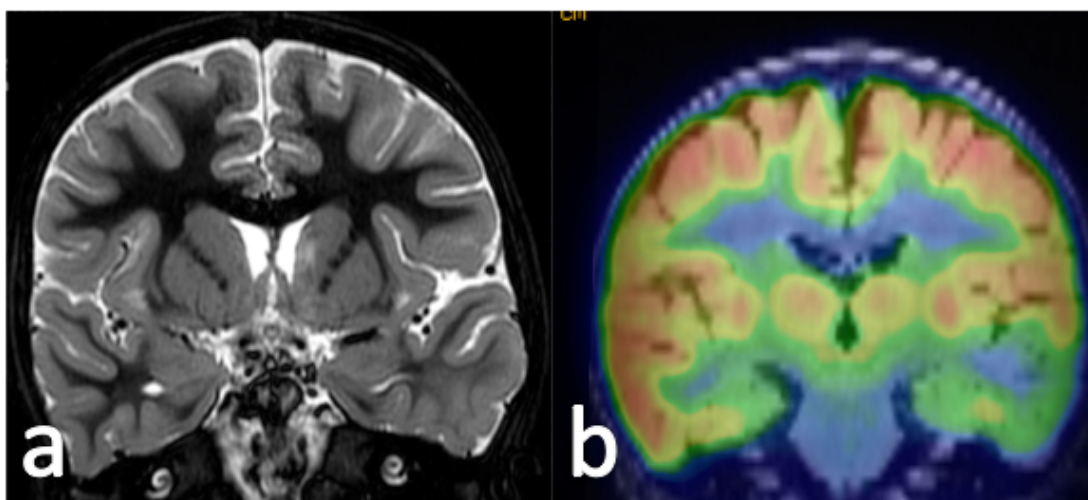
Displasia cortical focal temporal izquierda. En la secuencia T2 (a) se observa discreta borrosidad del margen cortical y aumento tenue de la señal en sustancia blanca de lóbulo temporal izquierdo. En la imagen de PET correspondiente se observa hipometabolismo en el lóbulo temporal izquierdo (b).
